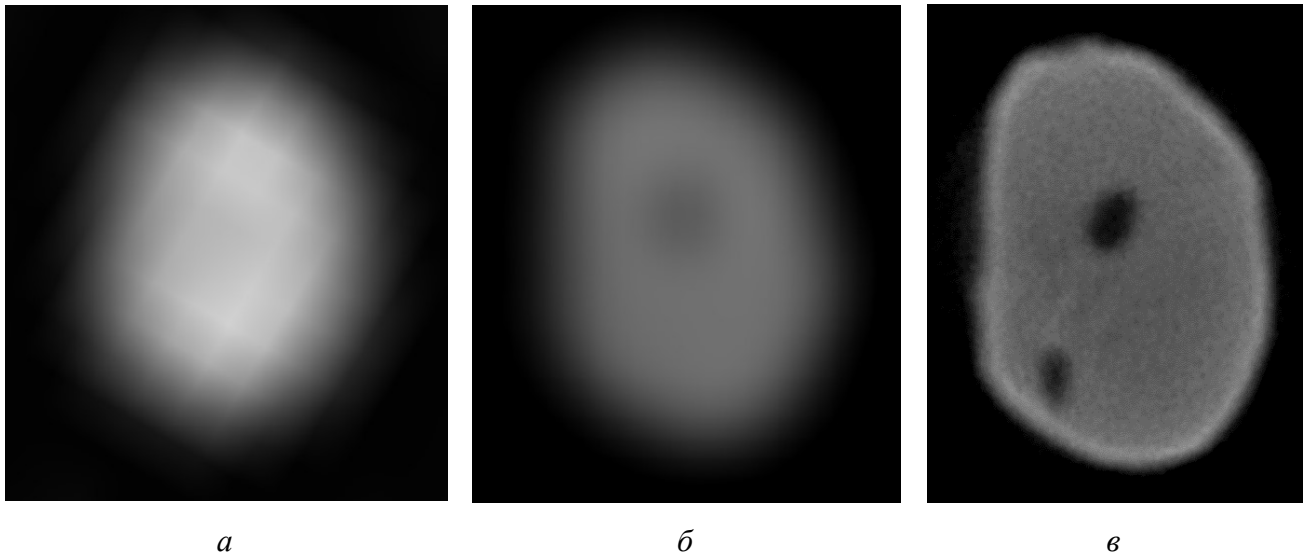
Изображения апикальной части корня удаленного зуба в аксиальной плоскости: *а* – МСК-томограмма. Корень имеет нечеткие контуры и практически не различимый канал; *б* – КЛК-томограмма. Очертания корневого канала размытые; *в* – микроКЛК-томограмма. Четкие очертания двух каналов, включая дополнительный
